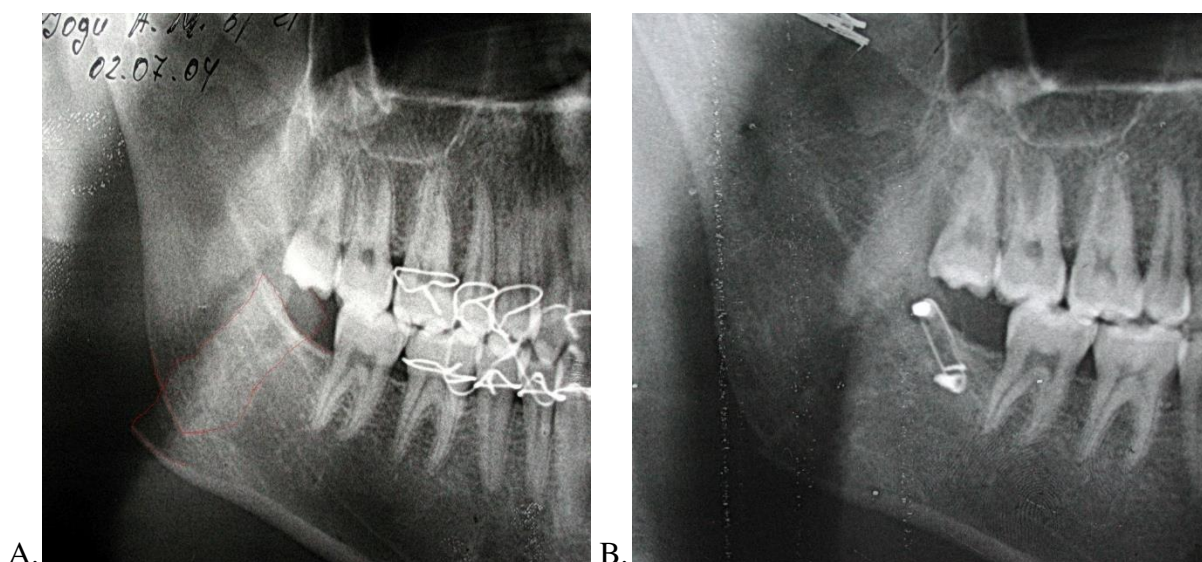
Radiografiile pacientului G., A) se determină fractura oblică a mandibulei în regiunea angulară cu deplasare pronunțată care se menține după tratamentul conservativ-ortopedic, B) postoperator în a 28-a zi, fragmentele sunt reduse în poziția anatomică corectă și fixate rigid cu șurub decalat, un șurub monocortical și fir metalic.
